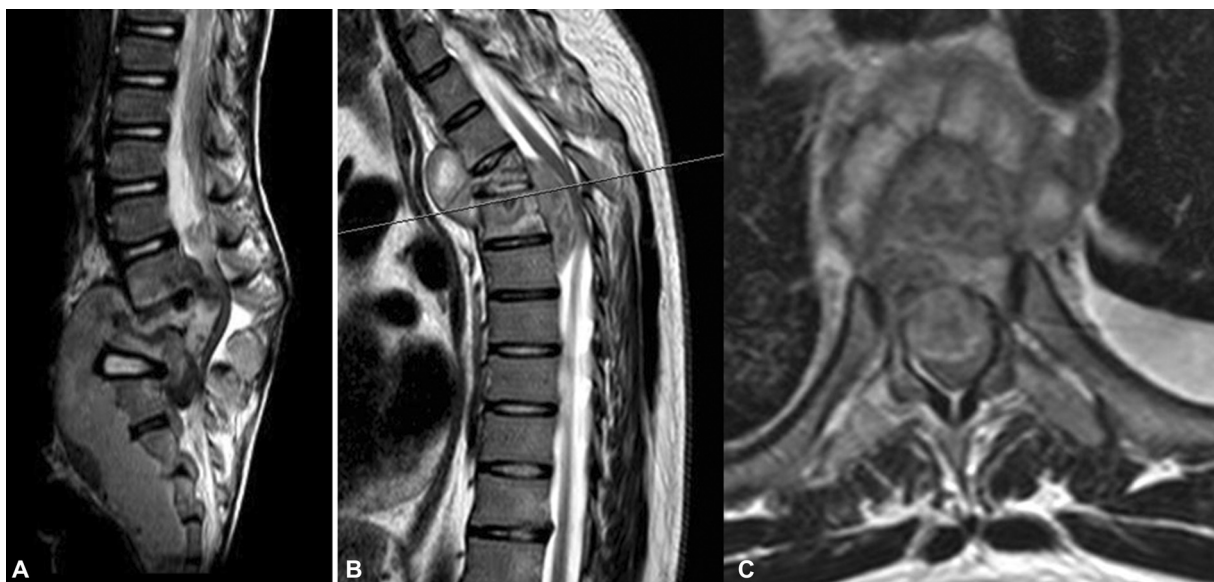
Ressonância magnética da coluna lombossacral em incidências sagital (A) e torácica, sagital e axial (B,C) ponderadas em T2. Note o colapso vertebral associado à cifose segmentar, os abscessos anteriores e epidurais (A,B), e a compressão medular (B,C).
